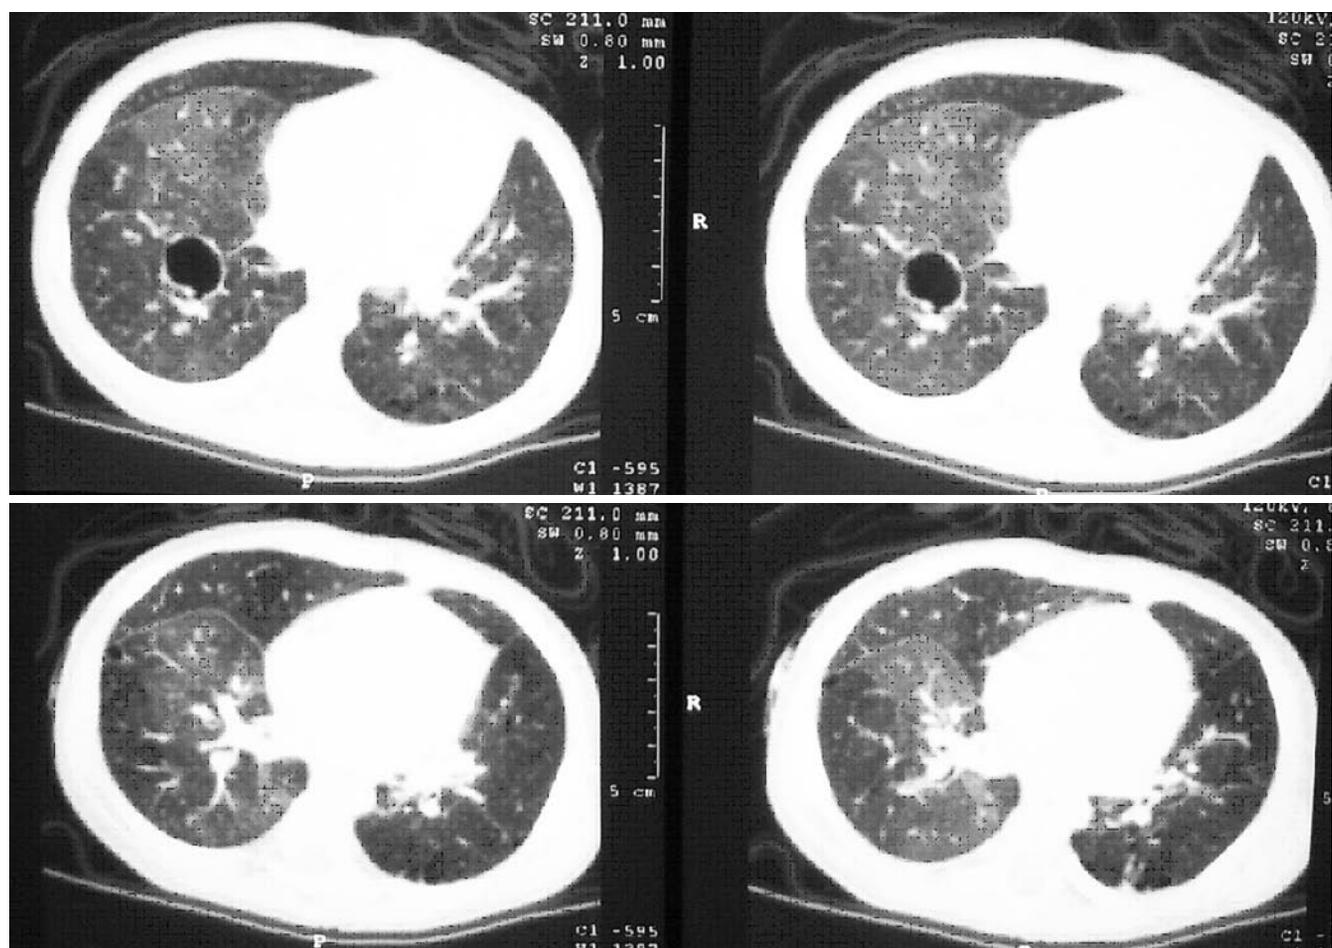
Компьютерная томография легких пациентки Т., 2007 г. р., на 3-м месяце заболевания
